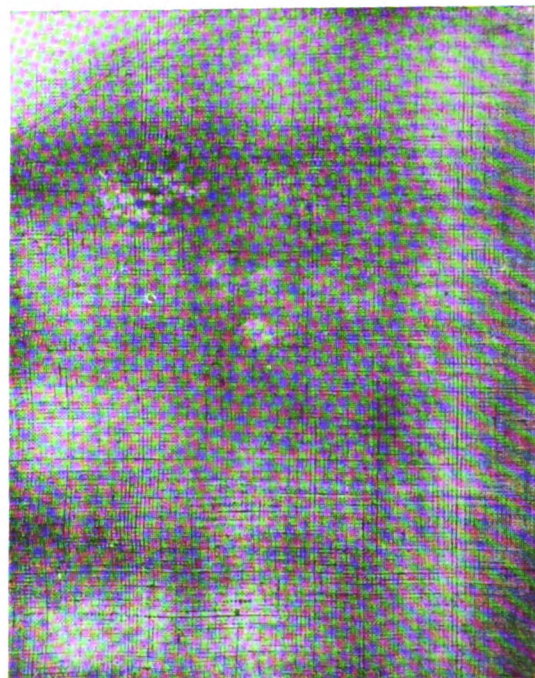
Radiographie du tableau. — Absence à peu près complète de toute image, en raison de l'opacité de l'enduit à la céruse d'une part et de la transparence des couleurs d'autre part. Seules, les fleurs blanches qui sont, elles aussi, à base de céruse, sont un peu visibles sur l'épreuve.
